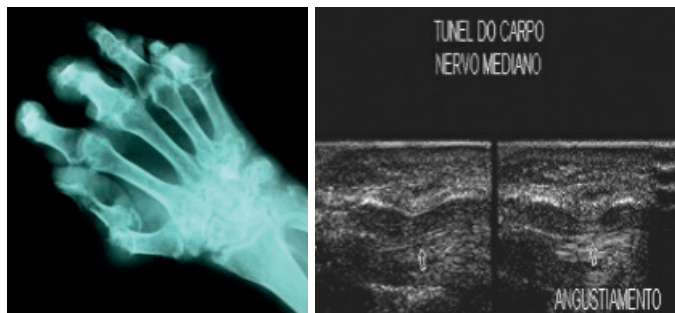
Radiografia do punho direito evidenciando deformidades importantes articulares (2A), e ultrassonografia evidencia compressão do nervo mediano no túnel do carpo a direita (2B).
